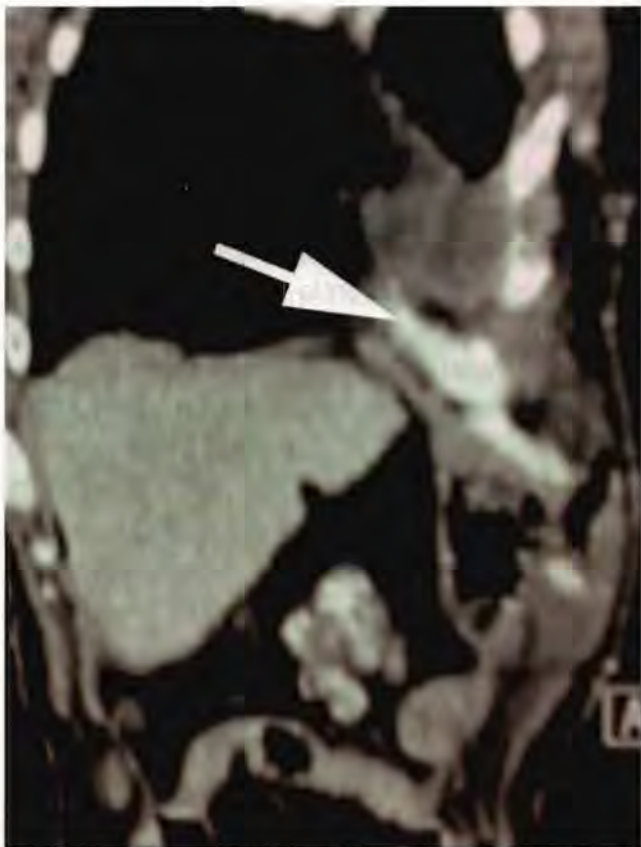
Computer tomografia evidențiază hernierea anselor intestinale la nivelul hemitoracelui stâng, stabilind diagnosticul de ruptură diafragmatică (colecția SCUB)
